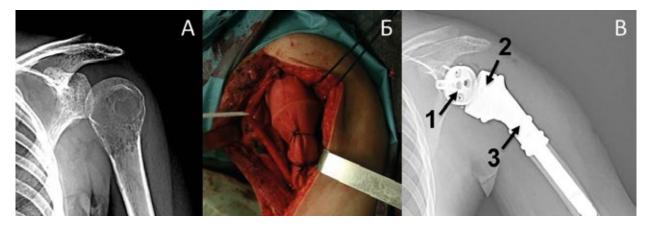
А – Рентгенограмма, плечевой кости до операции (гигантоклеточная опухоль); Б – Интраоперационный вид раны (эндопротез укрыт биосинтетической манжетой); В – Рентгенограмма на 2-ые сутки после операции (1 – фиксированная к плечевому отростку лопатки суставная площадка, 2 – суставная впадина, 3 – резекционная часть)
